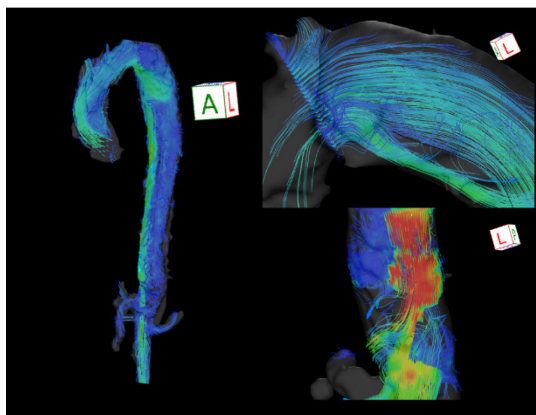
4D Flow MRI で可視化した大動脈解離症例における真腔・偽腔内の流線
